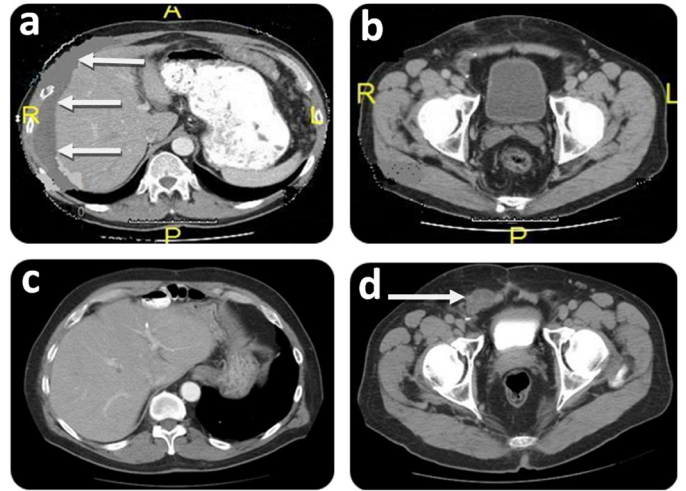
Hallazgos en TAC inicial y de control en el caso #1. Prequirúrgico: A. TAC que muestra mucina intra-peritoneal peri-hepática (flechas blancas) en CRS/Hipec inicial. A: Anterior; P: Posterior; R: Lado derecho; L: Lado izquierdo. B. TAC que denota área inguinal intacta en el momento de CRS/Hipec inicial. P: Posterior; R: Lado derecho; L: Lado izquierdo. Postquirúrgico (36 meses después de CRS/Hipec) C. TAC evidencia ausencia tumoral en la cavidad peritoneal en el momento de la recurrencia inguinal. D. TAC que muestra masa inguinal recurrente que se extiende hacia el escroto (flecha blanca).
